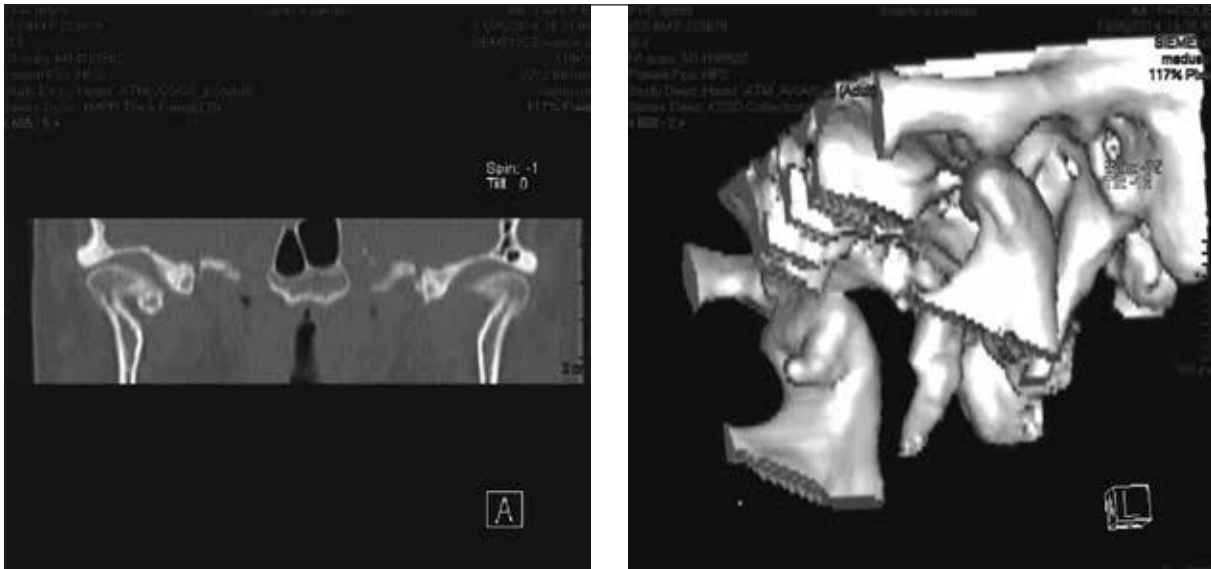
TC de côndilo direito e restantes aspectos do crânio.
